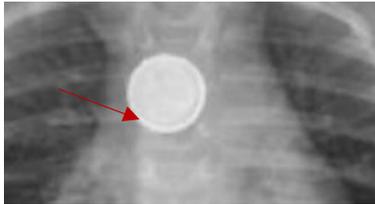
Image de double rebord (pile bouton) à la radiographie
